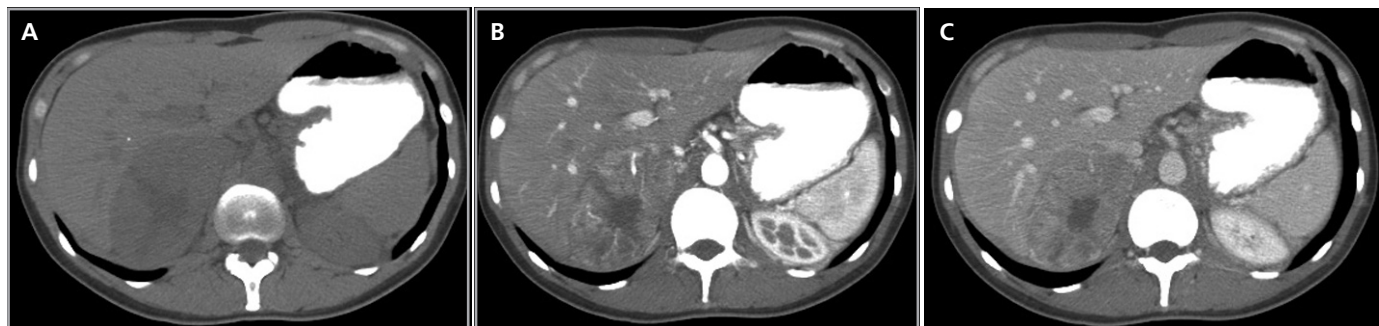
Feocromocitoma. Cortes axiales de tomografía computada en fase no contrastada (a) arterial (b) y tardía (c), donde se identifica una masa suprarenal derecha que presenta significativo realce con el uso de medio de contraste.
